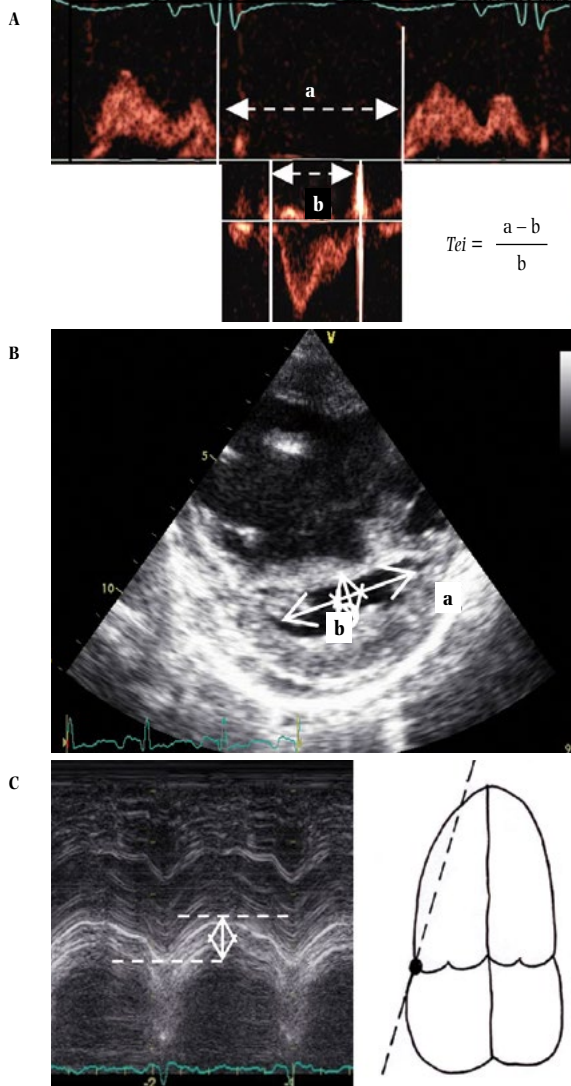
Índices ecocardiográficos con utilidad clínica: A: índice Tei de VD. B: índice de excentricidad diastólico: diámetro mayor/diámetro menor. C: TAPSE: modo-M anillo lateral tricúspide en plano apical 4C. VD: ventrículo derecho; TAPSE: *tricuspid annulus plane systolic excursion*.
